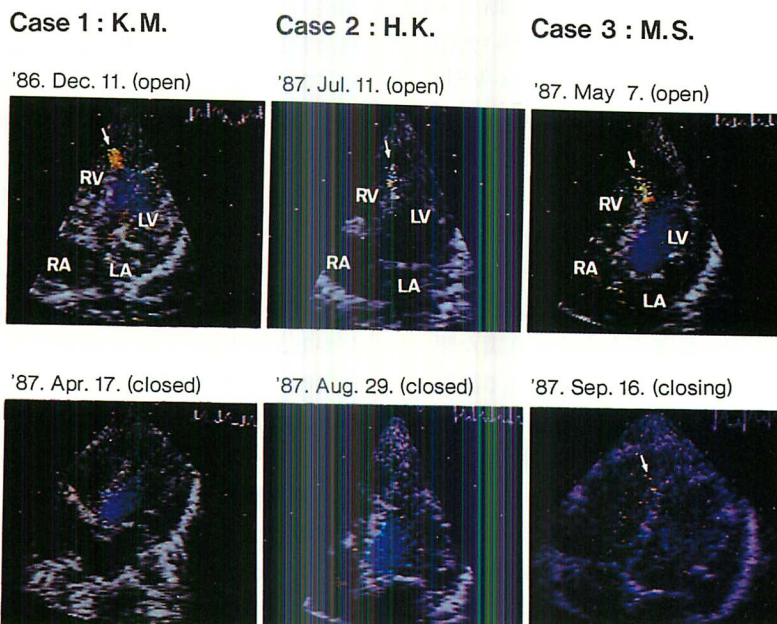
Color Doppler echocardiograms of Case 1, 2 and 3.
